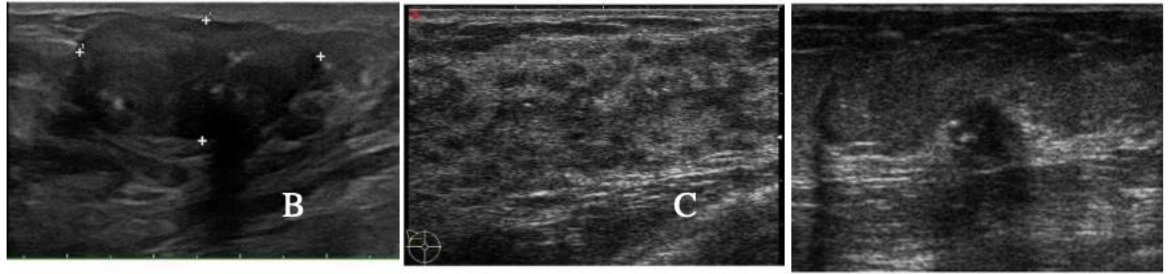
Calcificaciones en ecografía.
